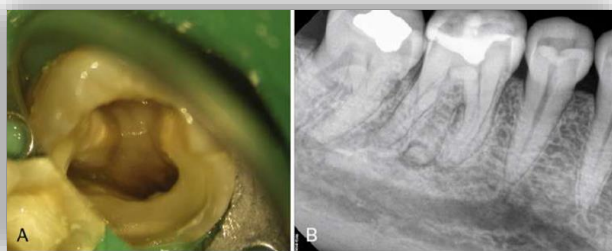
Radiografía del primer molar inferior donde se observa una tercera raíz y fotografía donde se observa un acceso con 4 entradas de conducto. – Fuente: Kenneth M. Hargreaves <sup>5</sup>.
